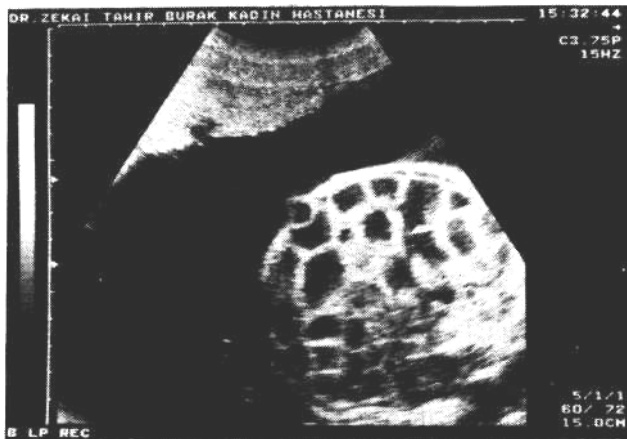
Transabdominal oblik sonogram: Distal ileal atrezi ve volvuluslu bir olguda şişkin ve ekojenik barsak ansları. Kalın barsak obstrüksiyonu: Karın alt kadranında dilate bir barsak anslarının polihidramnios olmaksızın görüldüğü.
